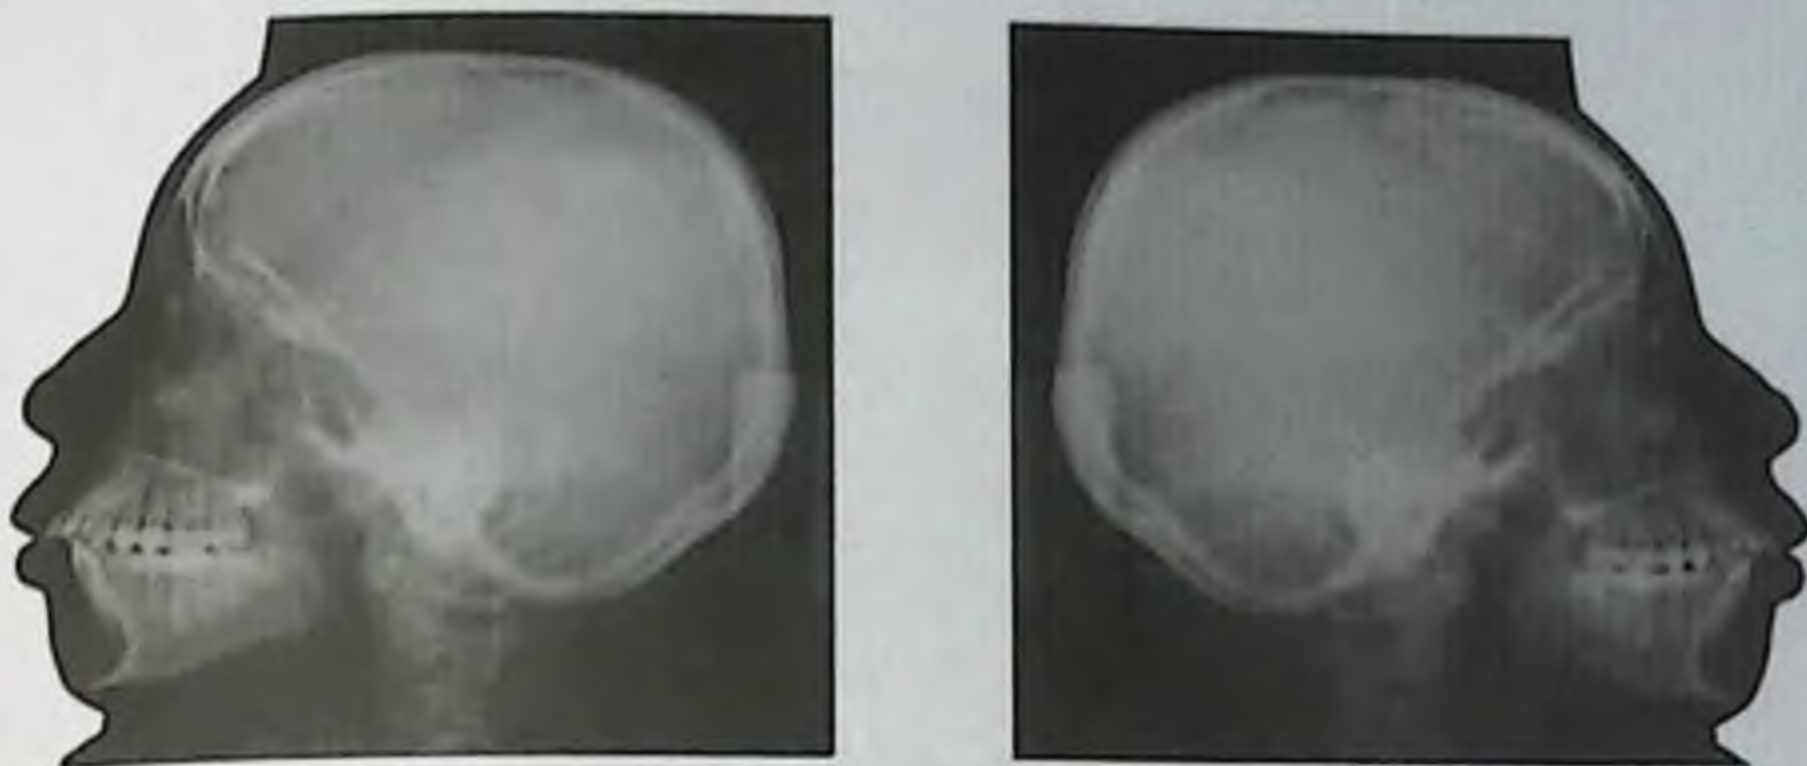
Телерентгенограммы головы в боковой проекции
